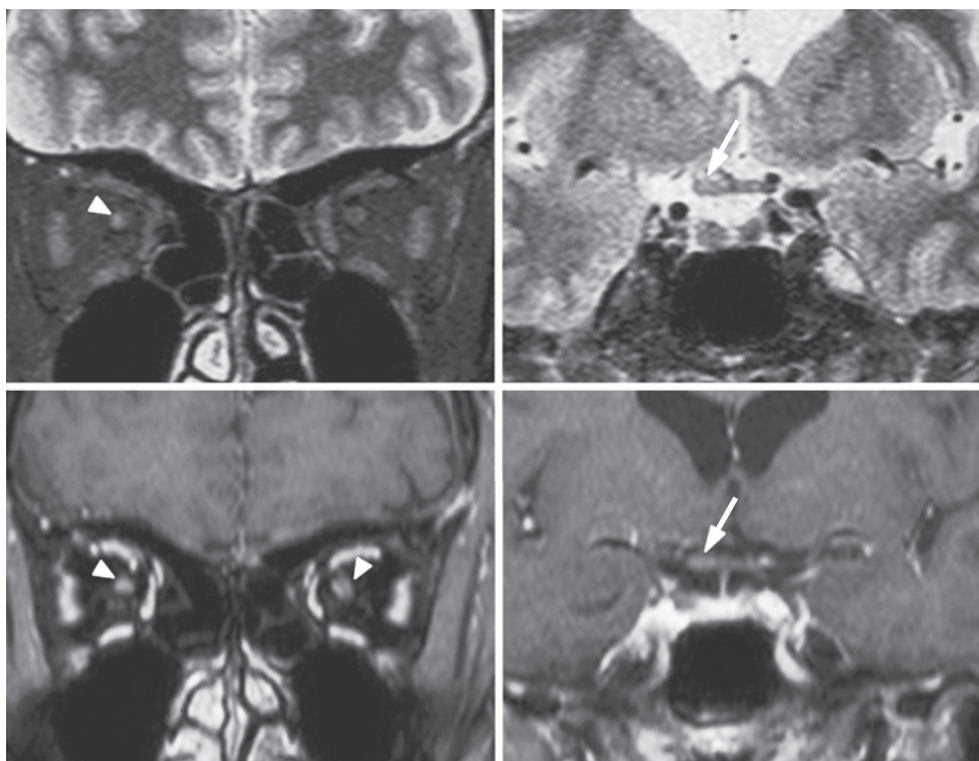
T<sub>2</sub> weighted short-TI inversion-recovery magnetic resonance imaging (MRI) of the orbit (upper row; coronal view; 1.5 T; repetition time [T<sub>R</sub>], 3,000 ms; echo time [T<sub>E</sub>], 60 ms) shows hyperintensity in the right optic nerve (arrowhead) and swelling of the optic chiasm (arrow). Gadolinium-enhanced T<sub>1</sub> weighted MRI (lower row; coronal view; 1.5 T; T<sub>R</sub>, 5.3 ms; T<sub>E</sub>, 2.6 ms) shows slight enhancement of the bilateral optic nerves (arrowhead) and the optic chiasm (arrow).
